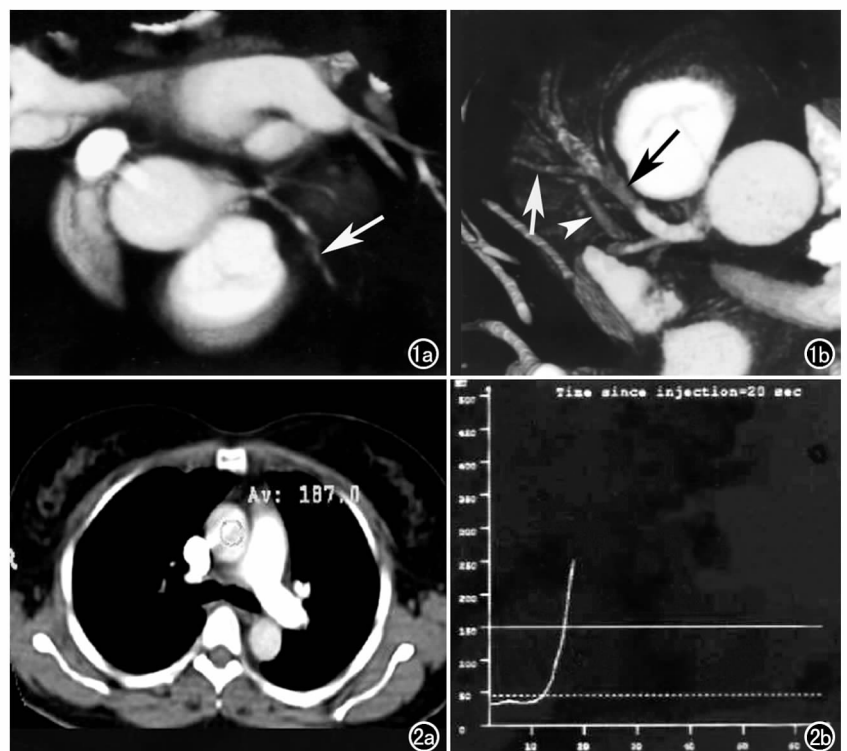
4 层和 16 层螺旋 CT 显示冠状动脉病变比较。a) 4 层螺旋 CT 显示冠状动脉前降支近段(箭); b) 16 层螺旋 CT 图像,很容易对前降支的近段(黑箭)及其主要分支(白箭)作出诊断,邻近静脉(白箭头)的重叠不影响诊断质量。
